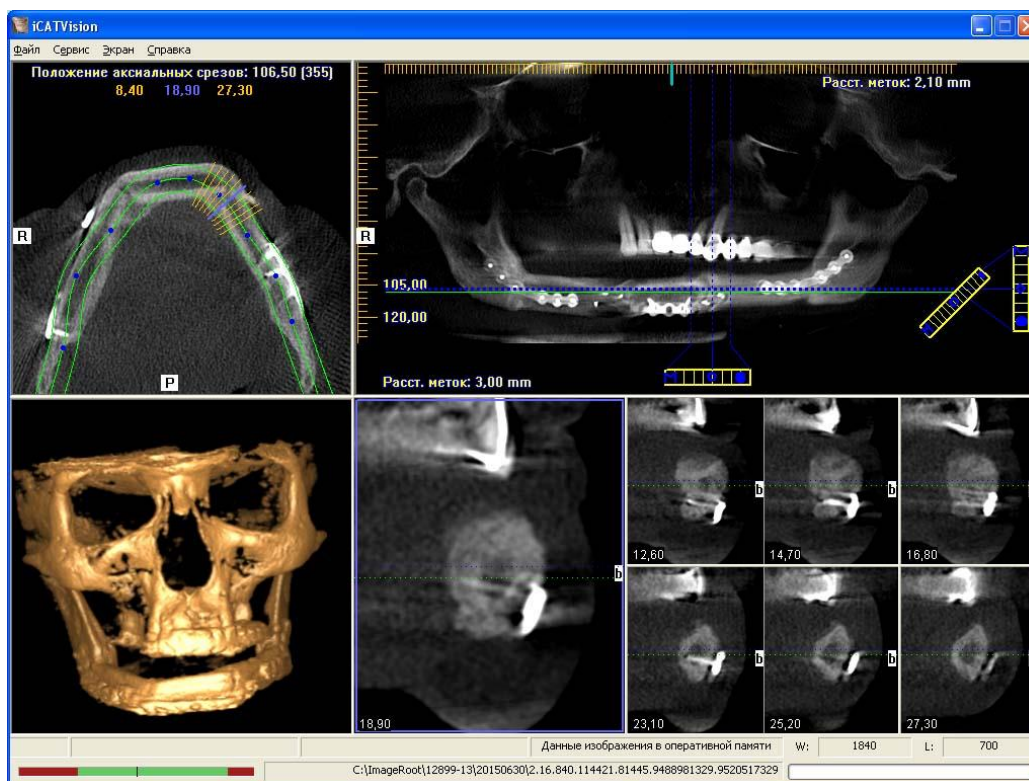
КТ больного через 9 месяцев после операции
